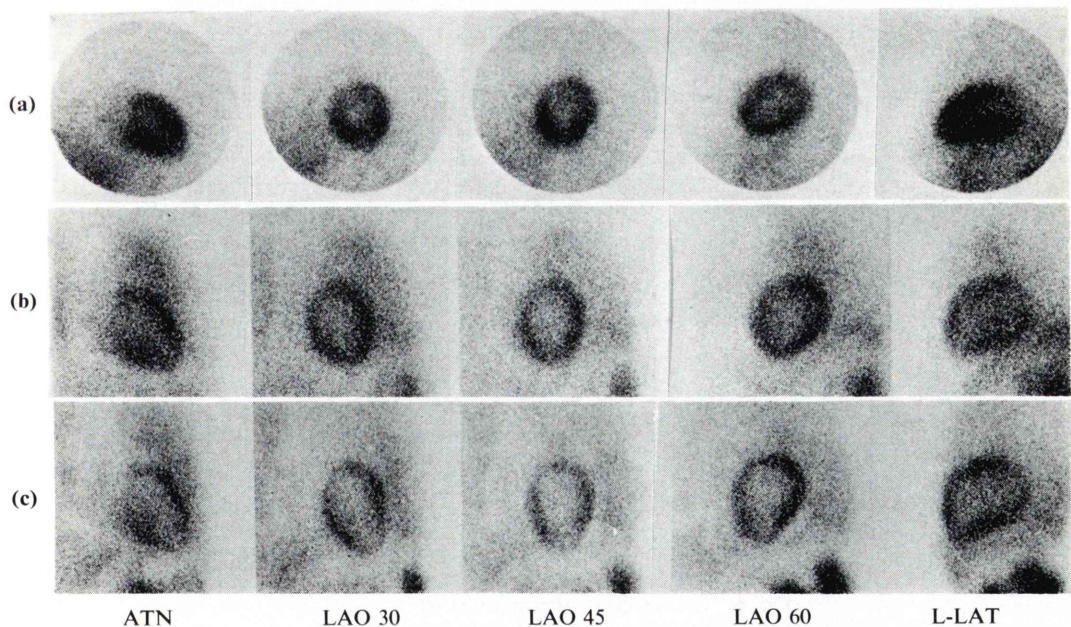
Serial myocardial scintigram taken in April 1981 (a), in January 1982 (b) and in April 1982 (c).
